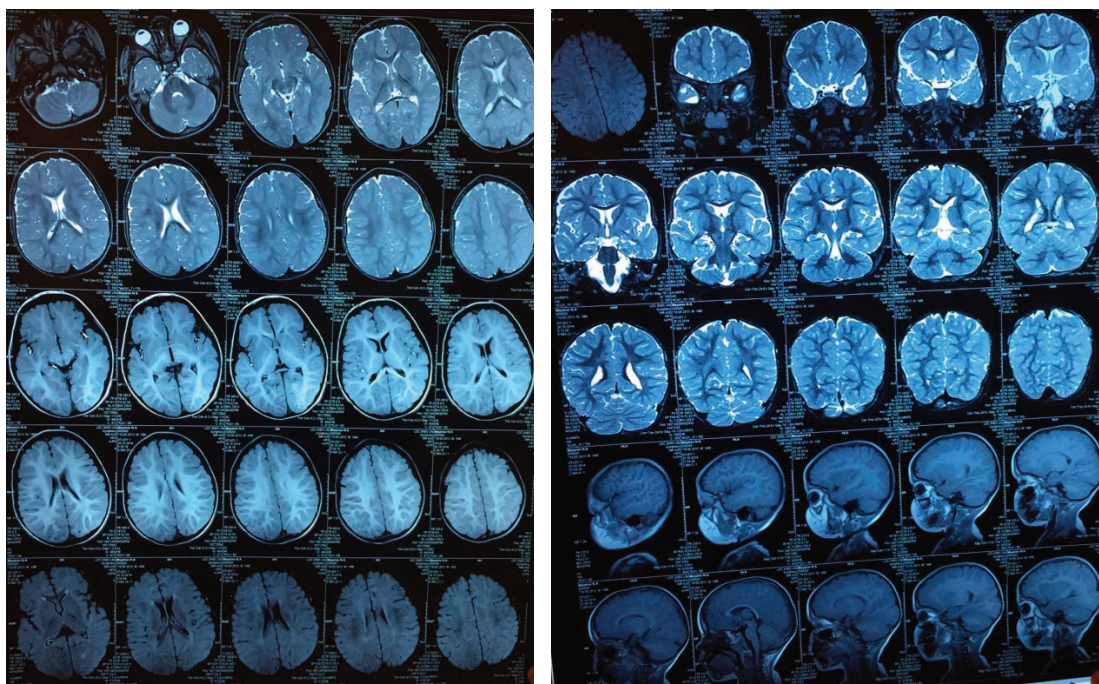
Результаты МРТ-исследования пациента Н., 4 года. Синдром Отахара II: в правой теменной доле (в проекции надкраевой извилины) определяется дисгармоничность кортикального слоя. В передних отделах правой лобной доли в проекции средней лобной извилины также определяется нарушение развития коры в виде уплощения и неравномерного утолщения. Вероятна фокальная кортикальная дисплазия
